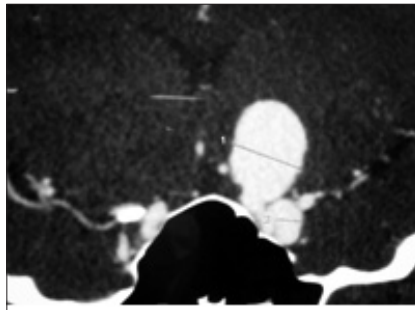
Angio CT shows a giant paraclinoid aneurysm projected upward and an intracavernous aneurysm below.
